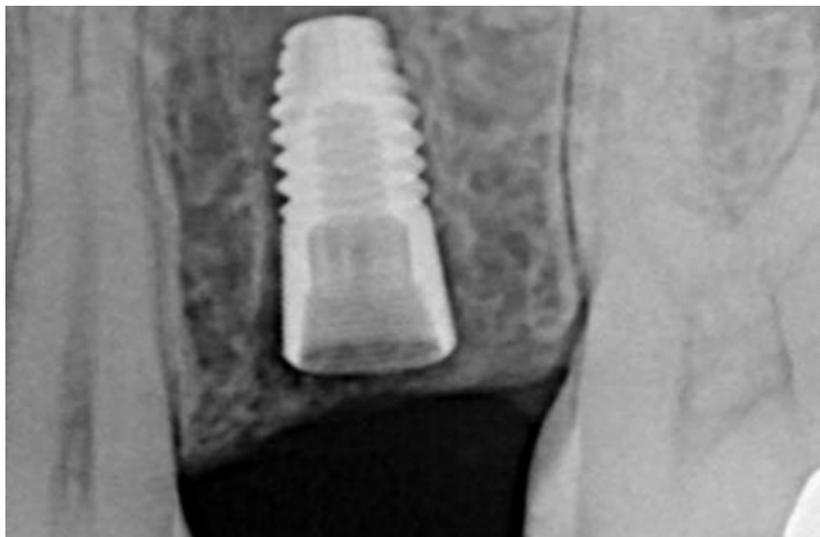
Radiographie rétroalvéolaire post-opératoire
